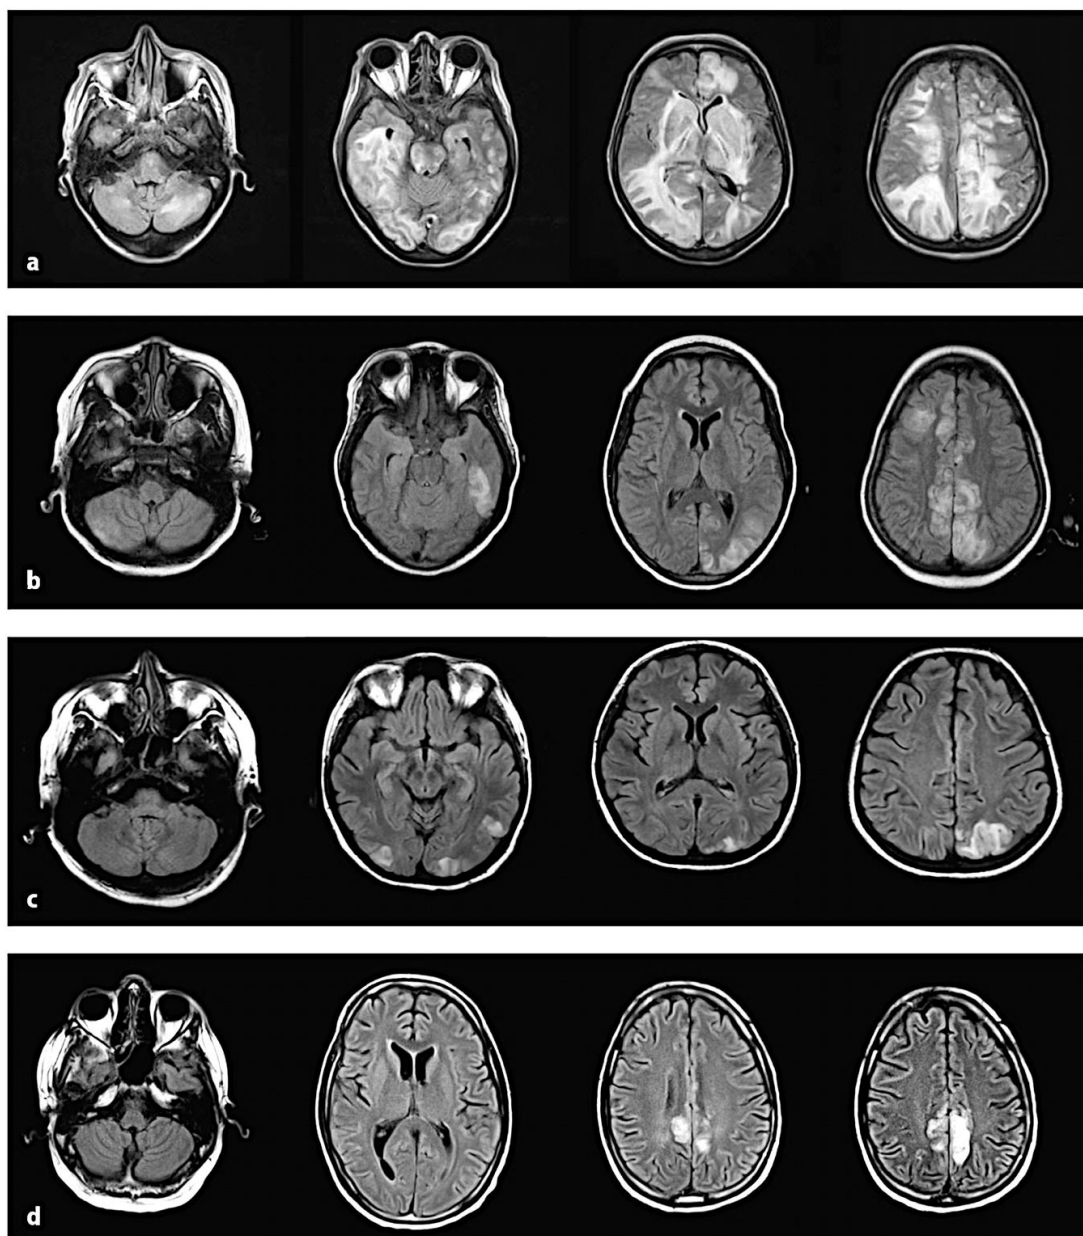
Apresentação dos quatro padrões principais da RM-CE na PRES
